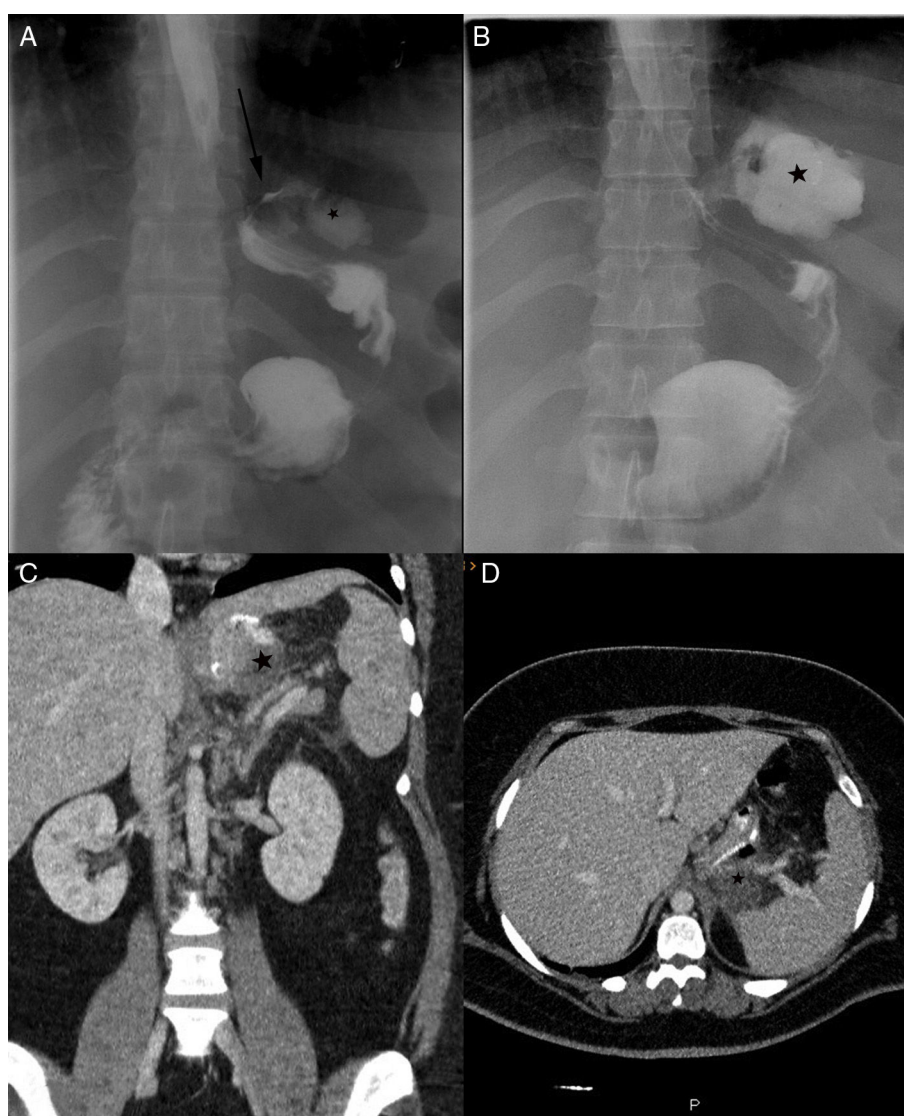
Paciente de 35 años intervenido de cirugía bariátrica mediante gastrectomía tubular. En el control postoperatorio inmediato realizado con contraste hidrosoluble (A) se identifica una fuga de contraste desde la parte proximal de la sutura gástrica (flecha negra) que conforma una colección subfrénica izquierda (A y B, asterisco negro). Para caracterizar mejor estos hallazgos se completó estudio con tomografía computarizada (C y D), donde se confirma la presencia de la colección (asterisco negro) adyacente a las suturas proximales. Estos hallazgos son diagnósticos de fuga anastomótica.
